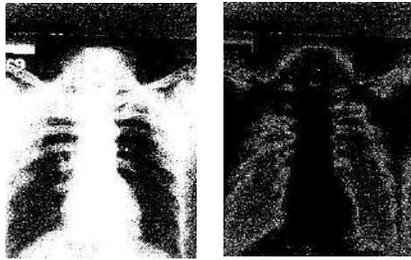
Tampilan simulasi pengolahan citra rontgen penyakit paru
